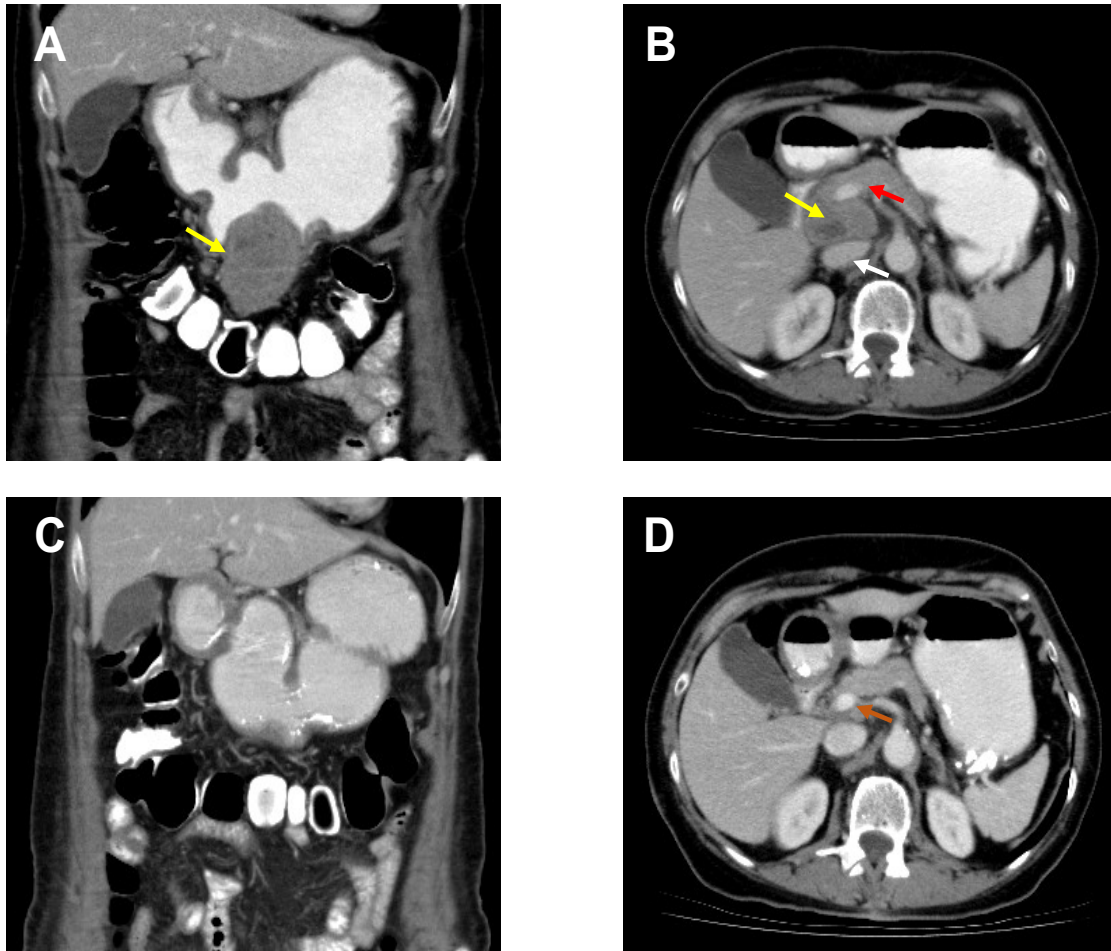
Imágenes de tomografía computarizada abdominal contrastada. A) corte coronal con evidencia de masa hipodensa (flecha amarilla) a nivel de curvatura mayor del estómago que mide 4.5x4.0x3.0 cm, B) corte axial con evidencia de masa hipodensa con centro necrótico (flecha amarilla) por delante de la vena cava inferior (flecha blanca) y detrás de la cabeza del páncreas (flecha roja) que mide 4.0x3.0x2.5 cm, C) control a los 6 meses de corte coronal con desaparición de masa gástrica, D) control a los 6 meses de corte axial con evidencia de vena porta (flecha naranja) entre la cabeza del páncreas y la vena cava inferior, notando desaparición de la masa peripancreática.
